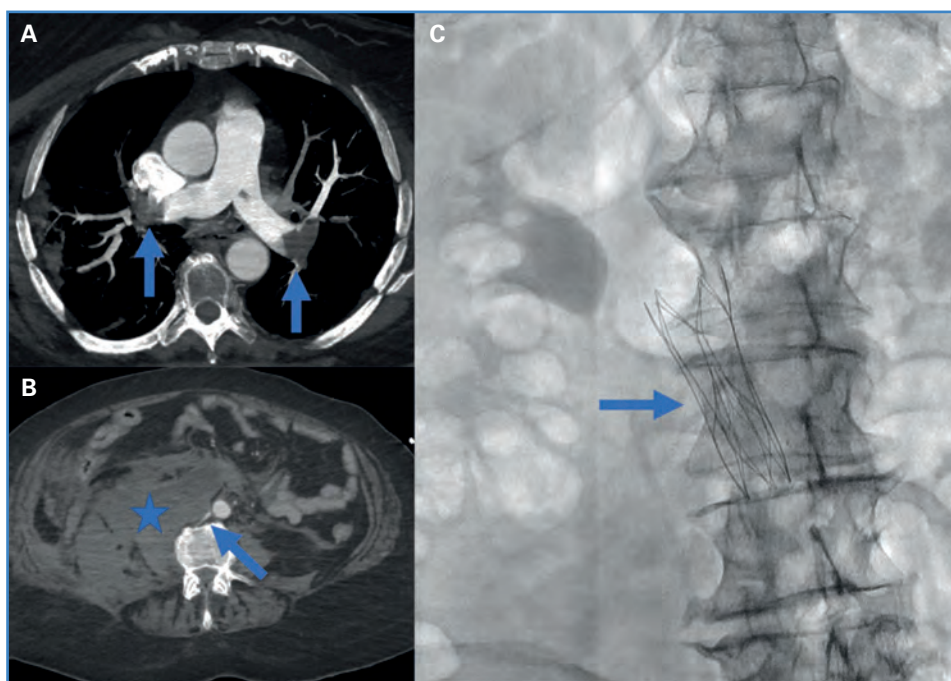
A. Angio-TC de arterias pulmonares. Corte axial MIP (maximum intensity projection) que muestra carga trombótica aguda en ambas arterias pulmonares principales (flechas). B. Angio-TC abdominopélvica. Corte axial MIP que muestra hematoma retroperitoneal derecho (asterisco) con compresión y desplazamiento medial de VCI (flecha). C. Colocación de filtro de VCI. Imagen de escopia en plano anteroposterior que muestra el filtro (flecha).
